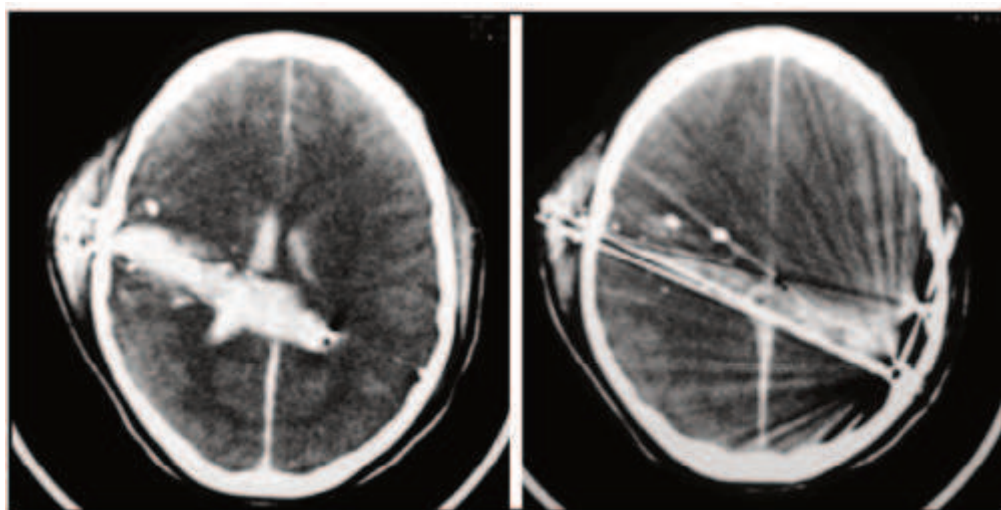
Imagen de TAC de cráneo axial donde se visualiza hematoma intraparenquimatoso y presencia de componente hemático en ventrículos laterales.
